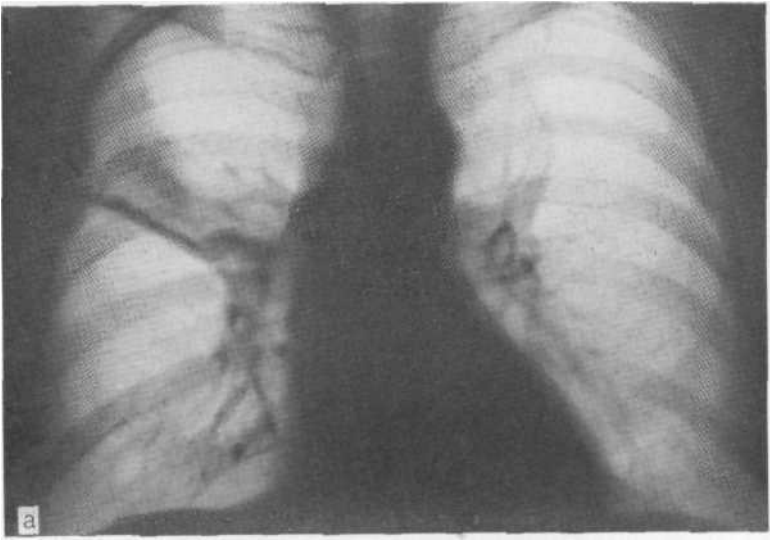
Обзорная рентгенограмма (а), томограмма в косой проекции (б) в бронхограмма (направленная) в боковой проекции (в). Центральный эндобронхиальный рак III сегментарного бронха справа. Небольшая культя переднего сегментарного бронха верхней доли (на бронхограмме показана стрелкой), отчетливо видимая также на томограмме. Операция.
